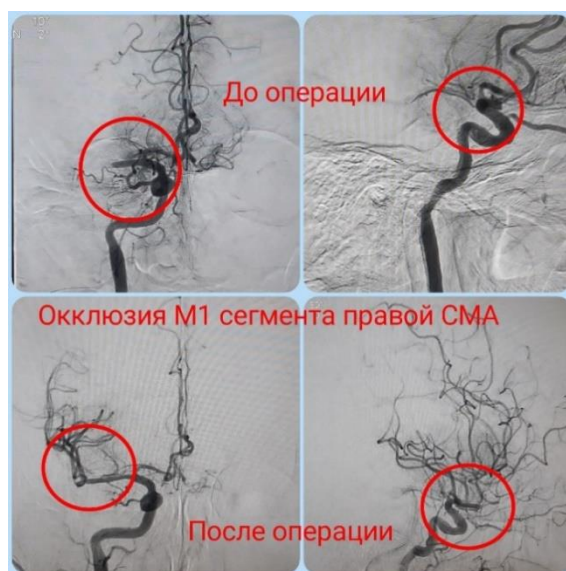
На ангиограмме в кружке до и после тромбэктомии степень реперфузии TICI-3 в прямой и боковой проекциях
